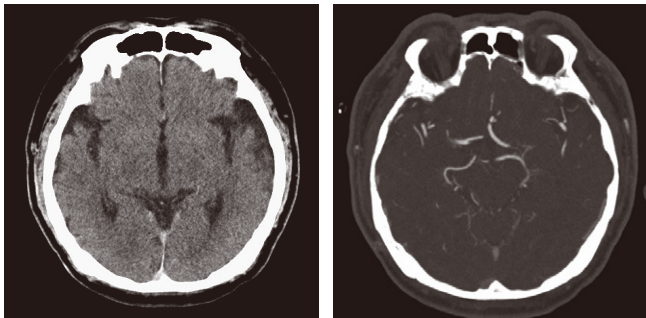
意識障害出現後の頭部CT画像(A)とMRI画像(B)。出血や急性期脳梗塞などの頭蓋内病変を認めなかった。
